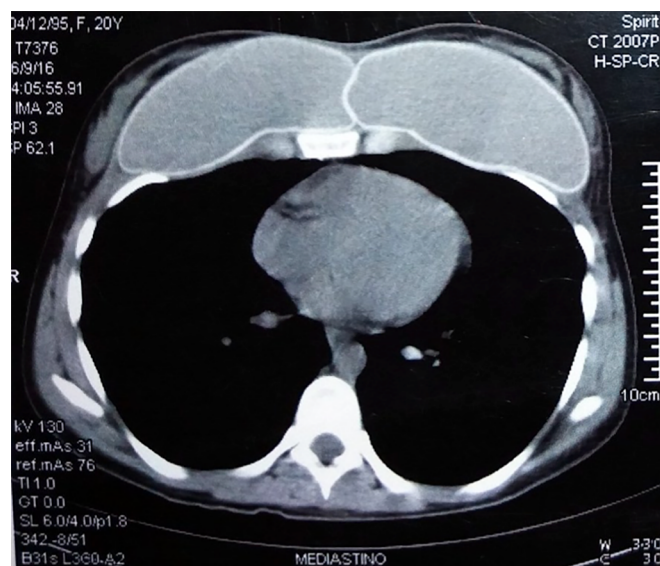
Tomografia mostra unificação das lojas dos implantes.
